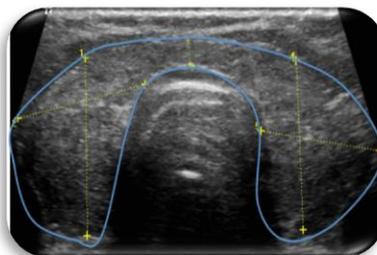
Ecografía de la glándula tiroides.¹³
